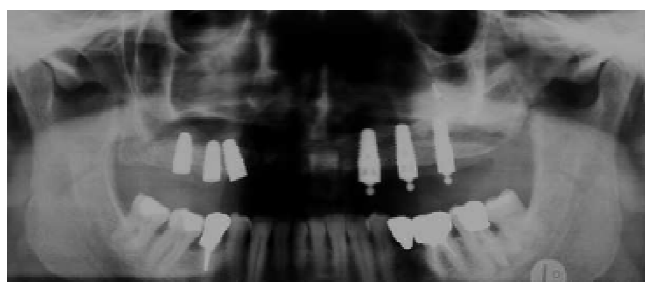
orthopantomogramme postopératoire du patient montrant la réhabilitation, dentaire par des implants dentaires endo-osseux. (16)
